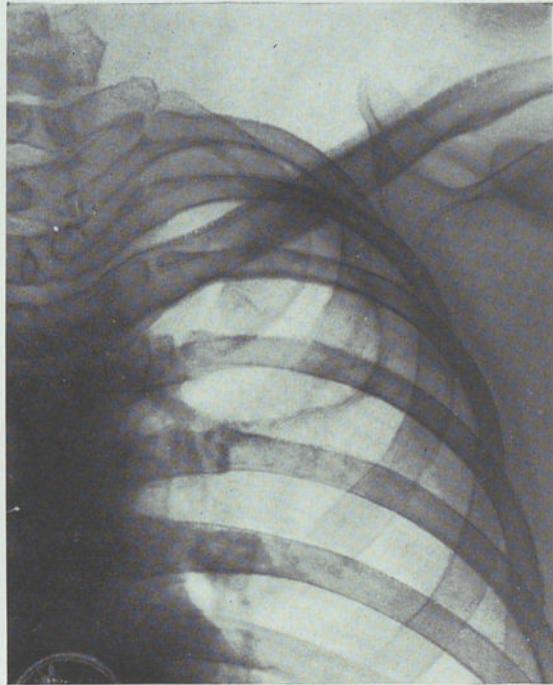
Radiografía del 10-VIII-34. Ha aumentado el tamaño de la caverna y su borde ahora es más grueso y homogéneo (anillo atelectásico y pericavitario).
